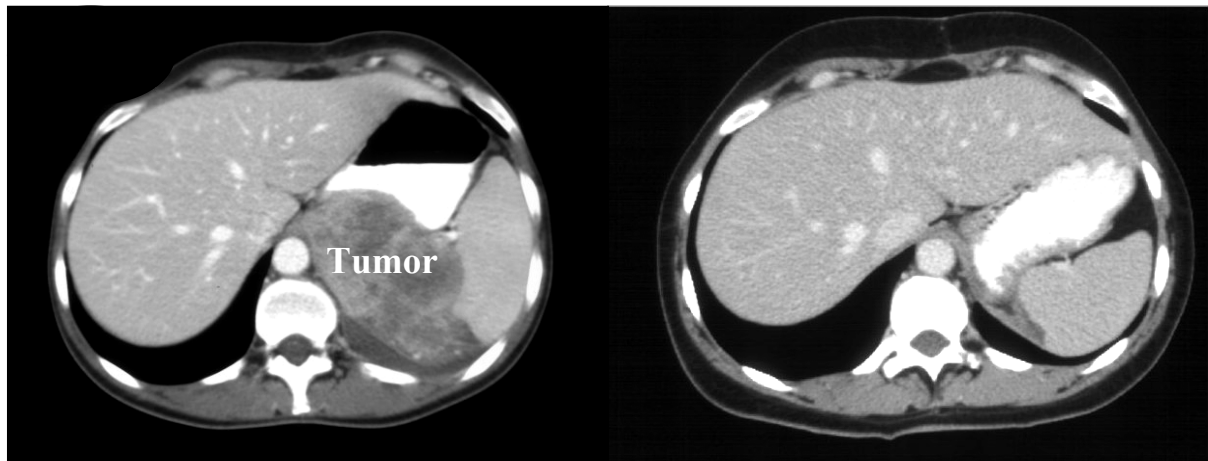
CT-Aufnahme einer 35jährigen Patientin mit einem metastasierten NZK, pT3a G3 pN2 M0, Zustand nach R2-Operation und nachfolgend progredienten retroperitonealen Lymphknotenmetastasen mit Schmerzen und drohendem Ileus. Die Patientin wurde mit 3 Zyklen Chemoimmuntherapie und synchroner perkutaner Bestrahlung im ersten Zyklus behandelt. Es wurde eine CR erzielt. Die CT-Aufnahmen zeigen den retroperitonealen Befund vor (linkes Bild) und nach (rechtes Bild) kombinierter Therapie. Die Patientin ist auch 47 Monate nach Therapiebeginn in der CR.
